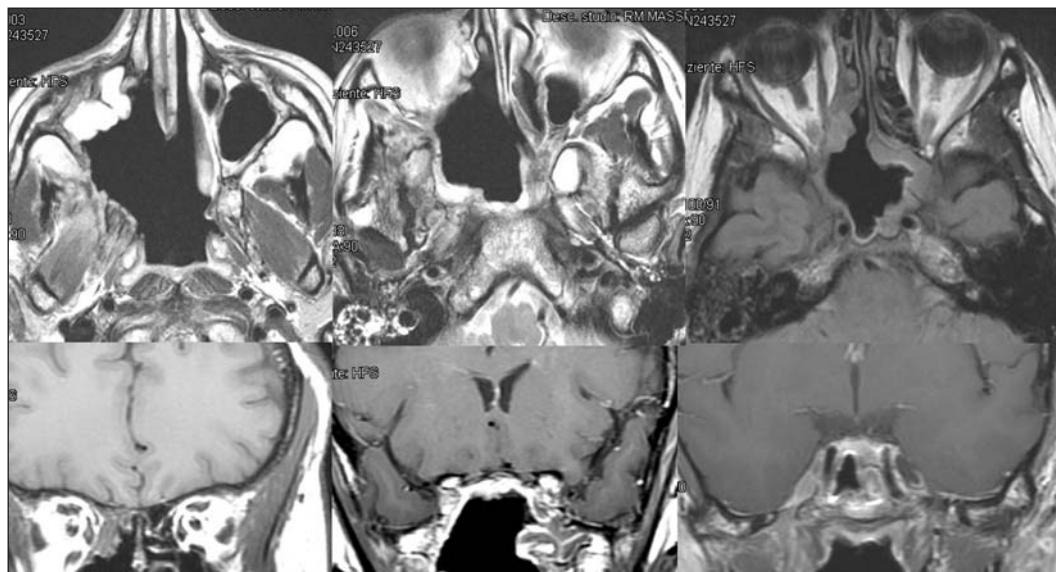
Resonancia magnética axial y coronal postoperatoria.
